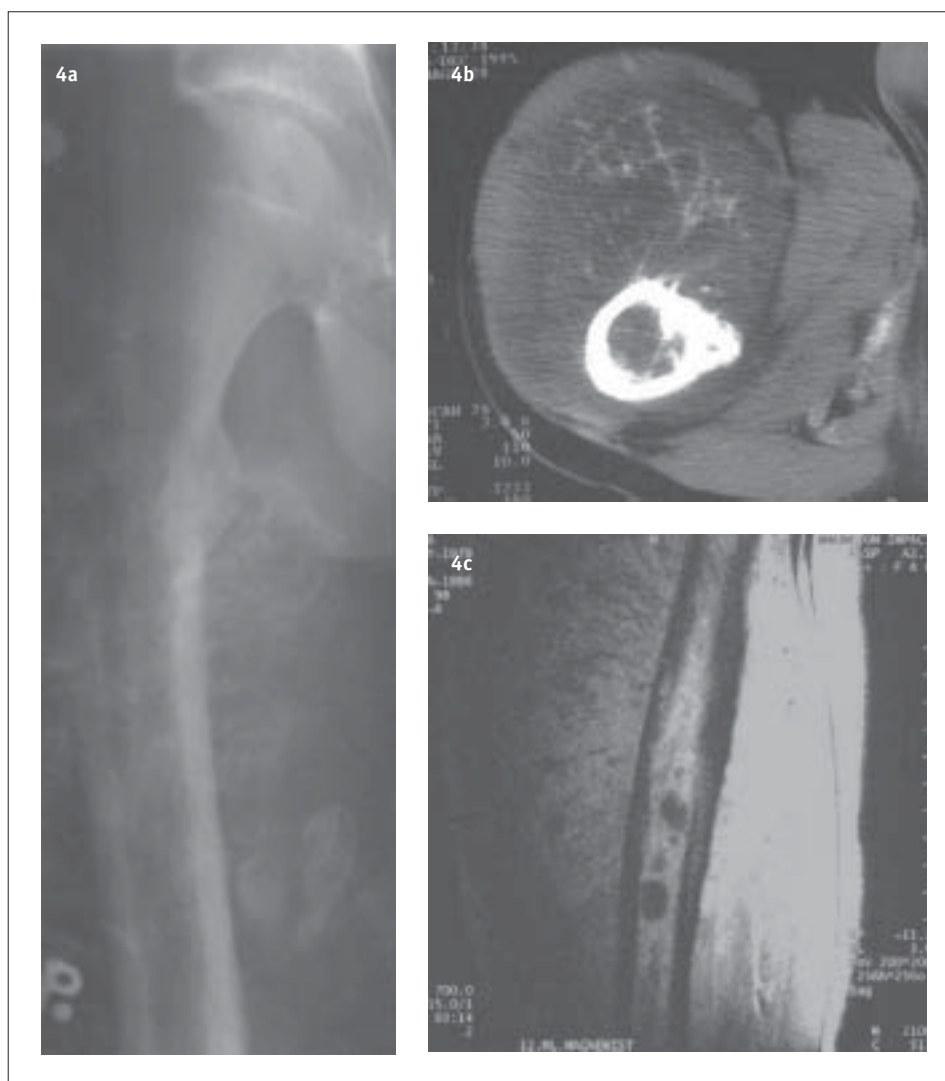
Osteosaroma – CT
